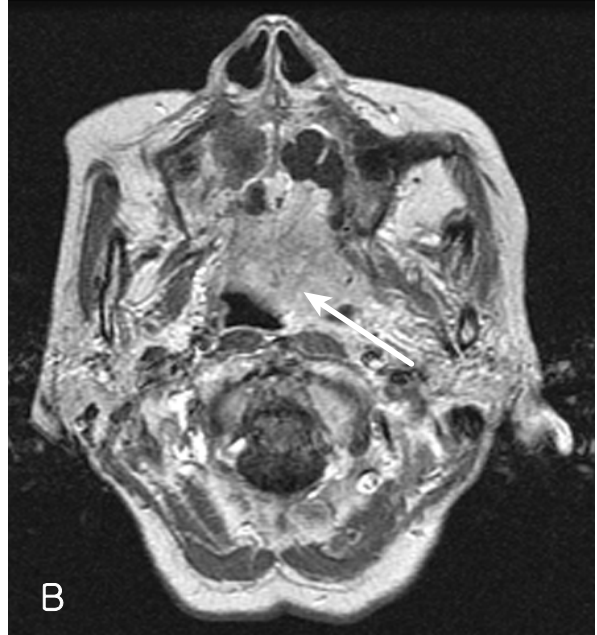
Minor salivary gland tumor (white arrows) demonstrated on brain MR T2-weighted (A) and gadolinium-enhanced T1-weighted images (B). Mastoid and posterior genu portions of facial nerve (white arrows) are enhanced on brain MR T1-weighted oblique sagittal thin section (C).
